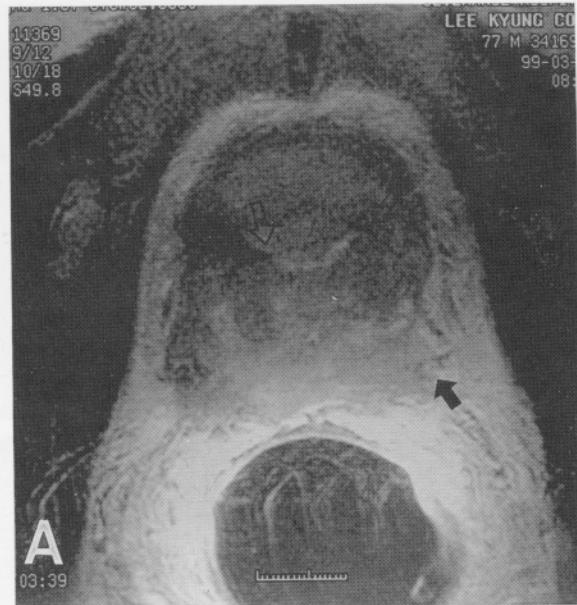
A. Endorectal coil MRI T2 weighted image shows low signal intensity in the left lobe with crossing the midline(white arrows) and suspicious involvement of neurovascular bundle in left side(black arrow). B. T1 weighted axial image shows bilateral enlargement of inguinal lymph nodes(black arrows) and no abnormal focal lesion in the penile shaft.
